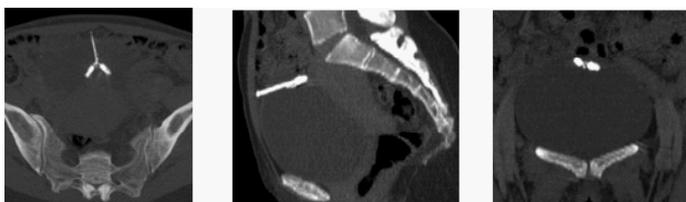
TDM pelvienne en coupes (axiale, sagittale, coronale) : DIU en intra vésical dont un bras était engagé dans son fond et s'étendant à l'espace graisseux pré vésical.
